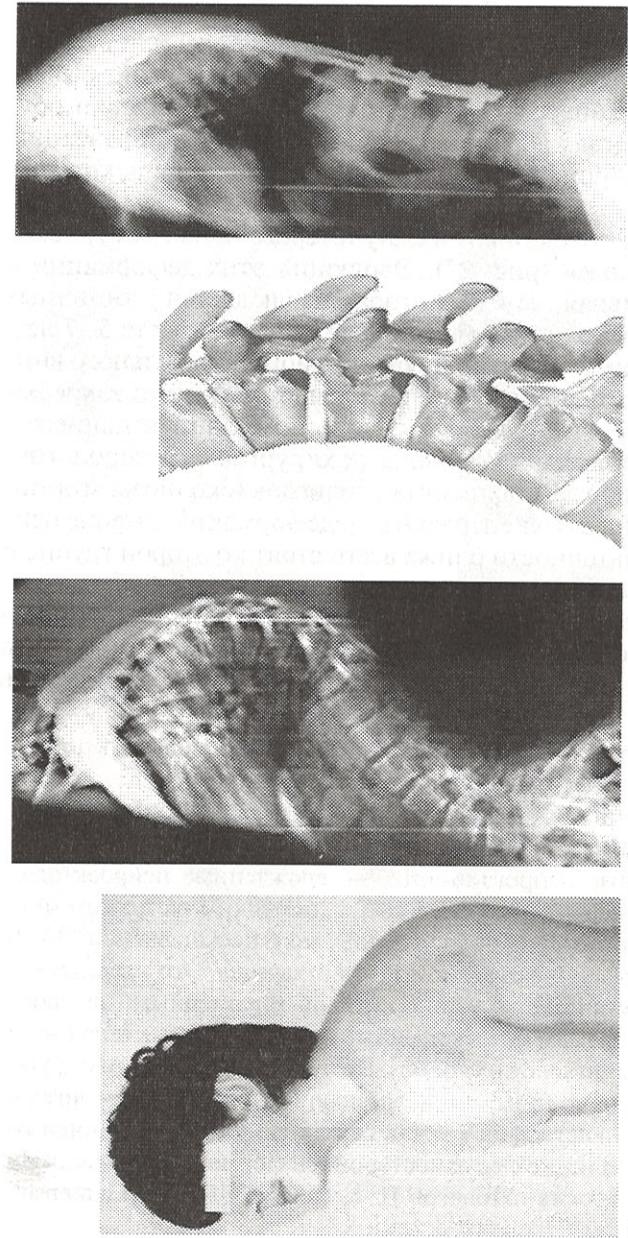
Болезнь Шойерманна—May: *a* — типичная клиническая картина у подростка с болезнью Шойерманна—May; *b* — рентгенограмма позвоночного столба в боковой проекции ребенка с болезнью Шойерманна—May; *c* — рисунок позвоночного столба при болезни Шойерманна—May; *d* — результат хирургической коррекции у ребенка с болезнью Шойерманна—May
